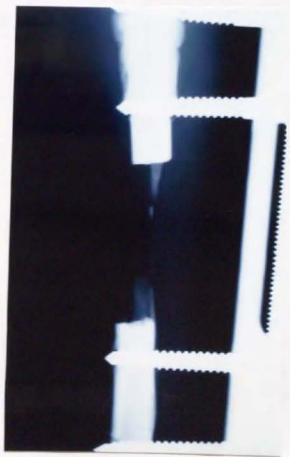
培養細胞移植群におけるX線写真像を示す。
